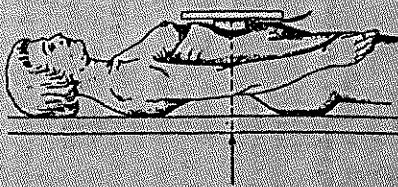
Radiografia de față în decubit lateral drept, cu raza orizontală.
